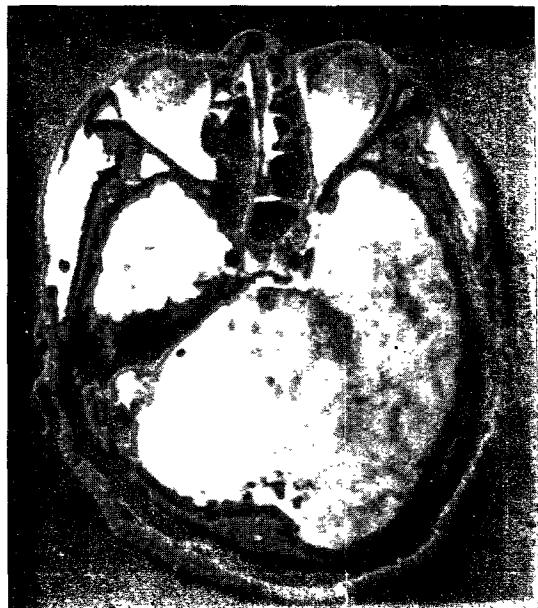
Midline sagittal(A) T₁-and transverse(B) T₂-weighted MR images of case 1 patient show marked atrophy of the brainstem and the cerebellum, with flattening of the basis pontis. In the proton density MR images at the level of pons(C), the transverse pontine fibers are abnormally bright, but the pyramidal tract and pontine tegmentum are spared
